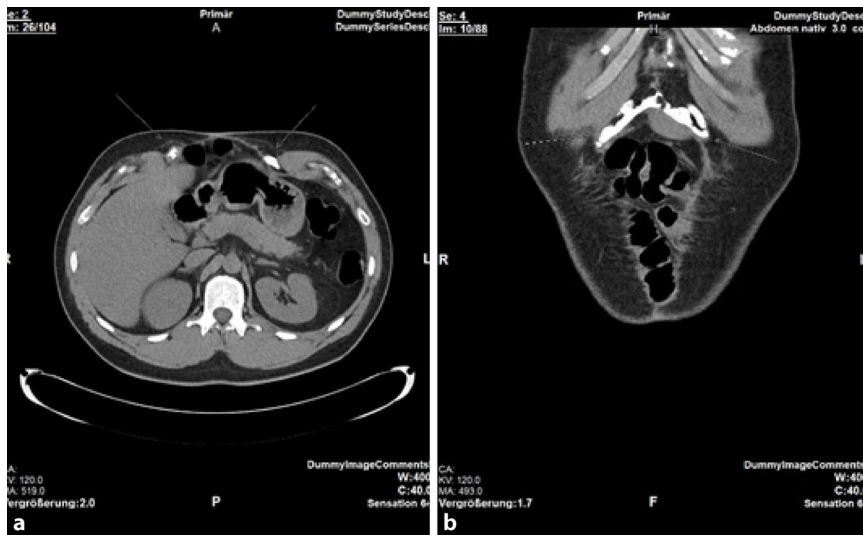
▲ a, b Präoperative Computertomographie 4 Wochen nach Botox-Applikation
